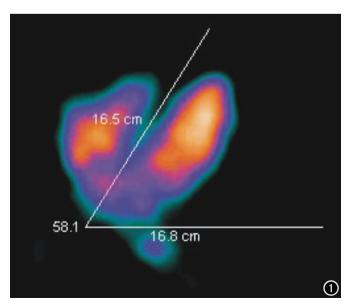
断层法确定角度,用 SPECT 机所带的处理程序准确测量 左右室分开的角度(本例角度为 $90^{\circ}-58.1^{\circ}=31.9^{\circ}$)。
